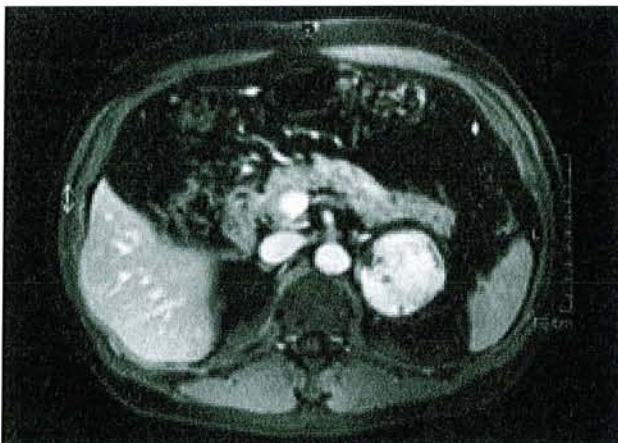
TDM abdominal avec injection; phéochromocytome.
